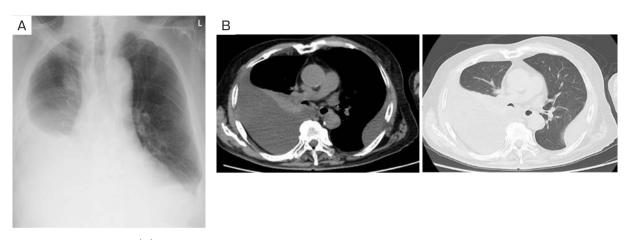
Imaging findings. (A) Chest radiograph on admission showed the bilateral pleural effusion, with more effusion on the right side. (B) Unenhanced computed tomography (CT) scans of the chest on admission revealed a bilateral pleural effusion with more effusion on the right side. There were no signs of pleural thickening or abnormalities in the lung fields.
